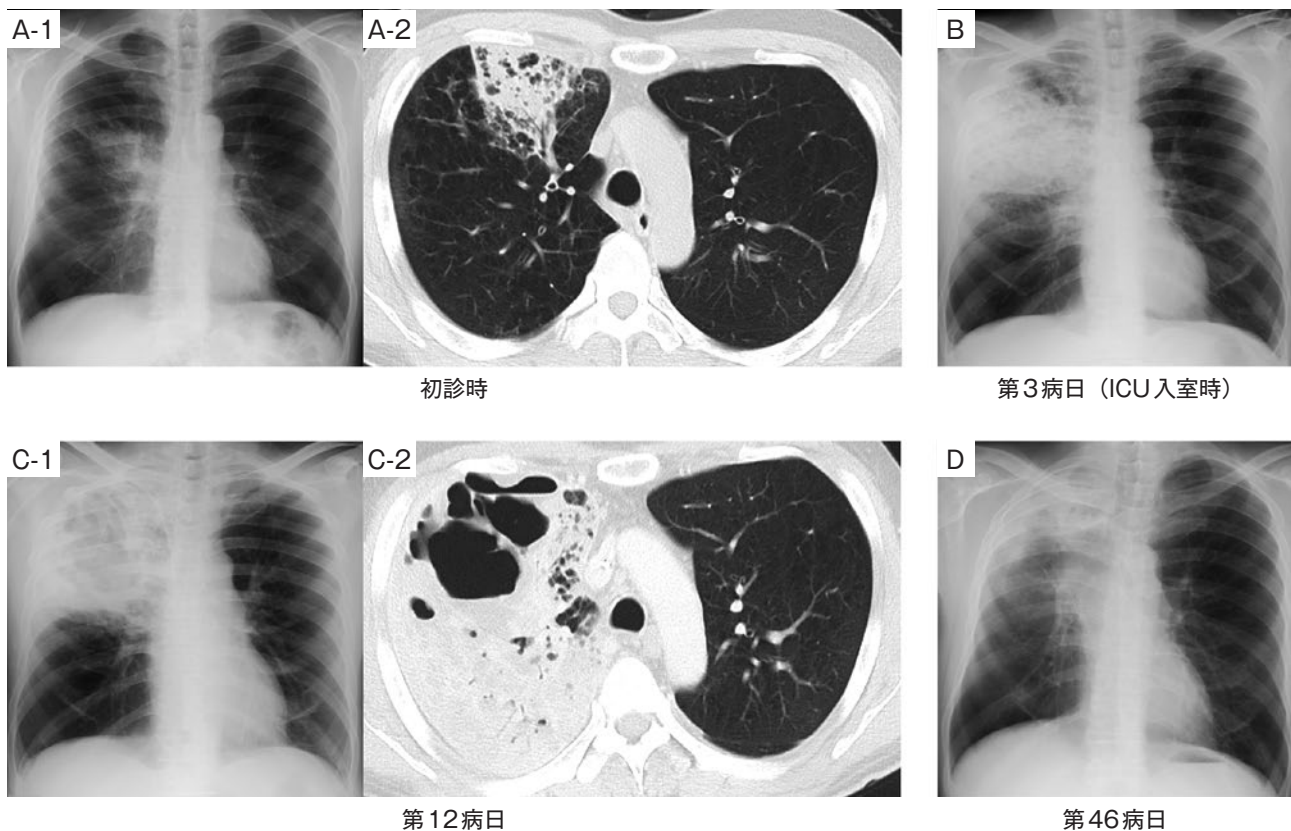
画像所見. (A-1) 初診時胸部単純X線写真. 右中肺野縦隔側に浸潤影を認める. (A-2) 初診時胸部CT. 背景肺の気腫性変化とともに, 右上葉S³領域の気道周囲を中心とした浸潤影を認める. (B) 第3病日 (ICU入室時) 胸部単純X線写真. 右上肺野を中心に当初の浸潤影の拡大を認める. (C-1, 2) 第12病日胸部単純X線写真, 造影CT. 陰影は右上葉全体に拡大し, 空洞影を伴う構造破壊を認める. (D) 第46病日胸部単純X線写真. 容積減少を認めるものの広範な浸潤影は改善を認めた.
